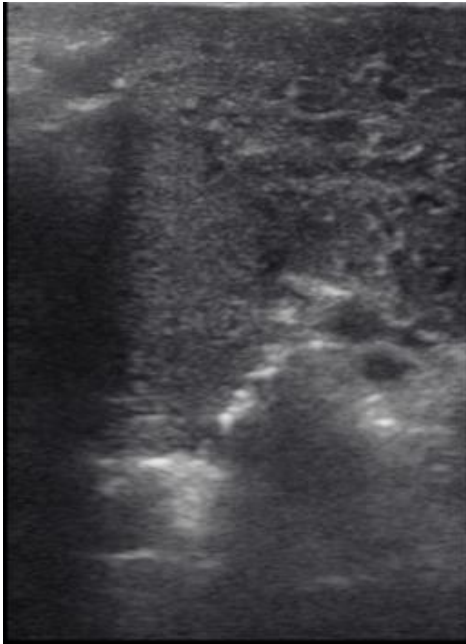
4 Ecografía y Doppler intraoperatorio, vena y arteria mesentéricas permeables.
